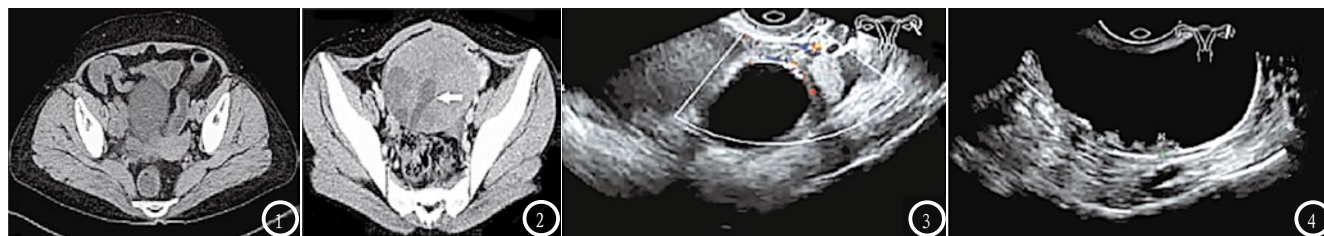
宫颈癌, CT平扫可见右侧髂外血管旁淋巴结肿大; 图2 卵巢囊腺瘤, CT平扫见病变内多发液化坏死区; 图3 子宫肌瘤, 超声见不均匀回声的软组织肿块, 内见无回声区; 图4 卵巢囊肿, 超声见囊性回声区。
